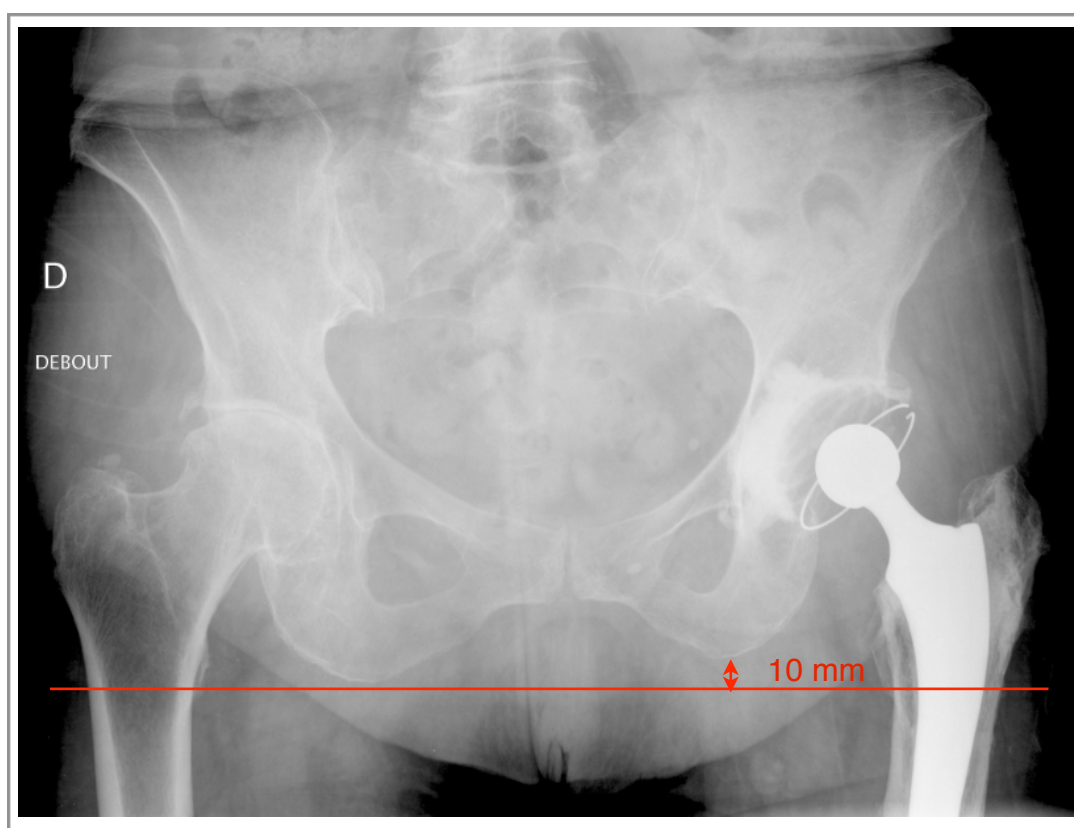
Méthode de mesure de l'inégalité de longueur des membres inférieurs sur la radiographie de bassin de face en charge (dans le cas présent, le membre inférieur gauche est considéré comme allongé de 10 mm).
